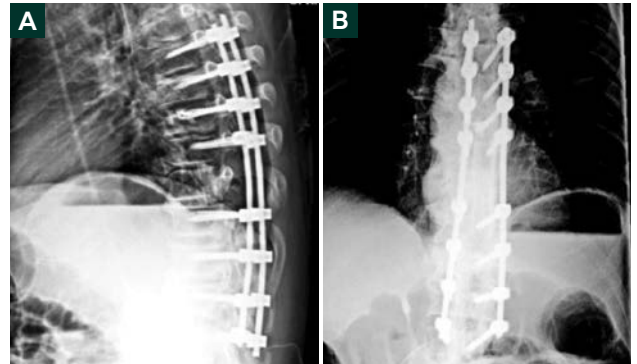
Des radiographies montrant la fusion T6-L2 instrumentée des perspectives latérale gauche (A) et dorsale (B).
